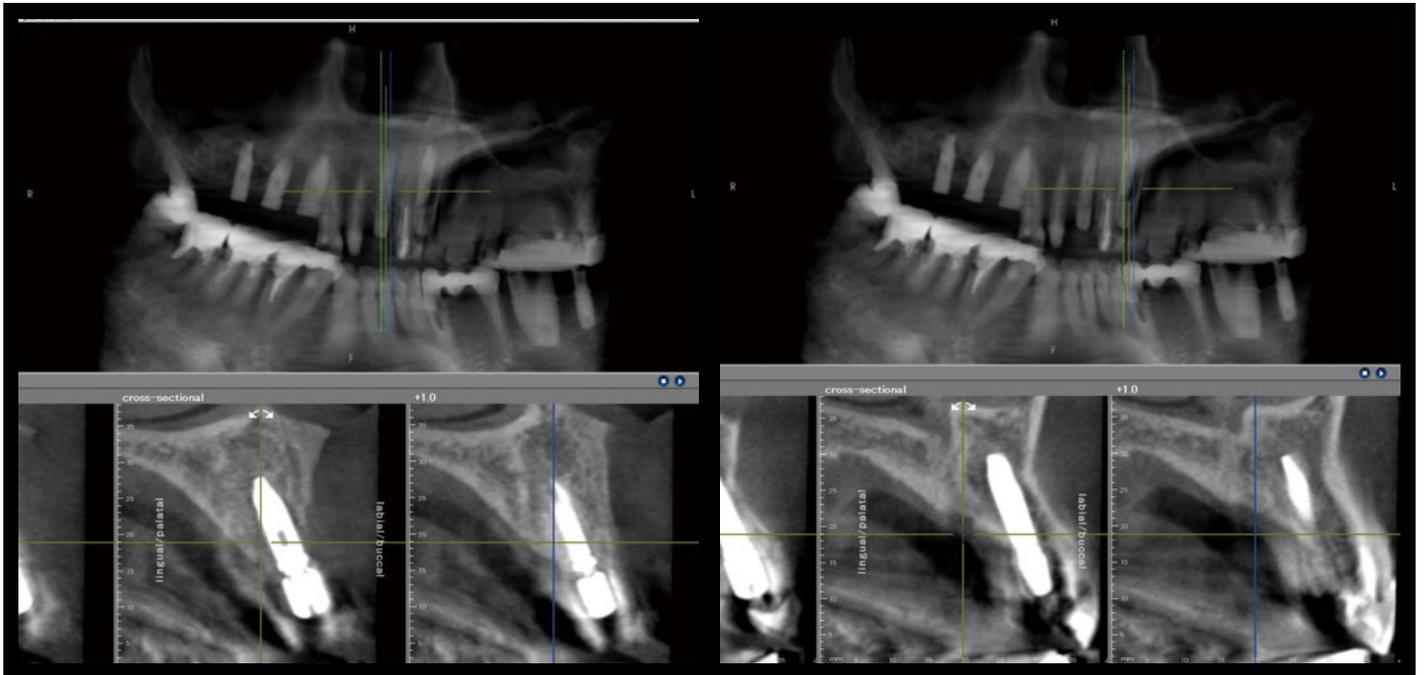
インプラント埋入後のCTパノラミック像と①部(左)および②部(右)のCTクロスセクショナル像。①部、②部インプラントともに明瞭に唇側骨板が確認できる。
